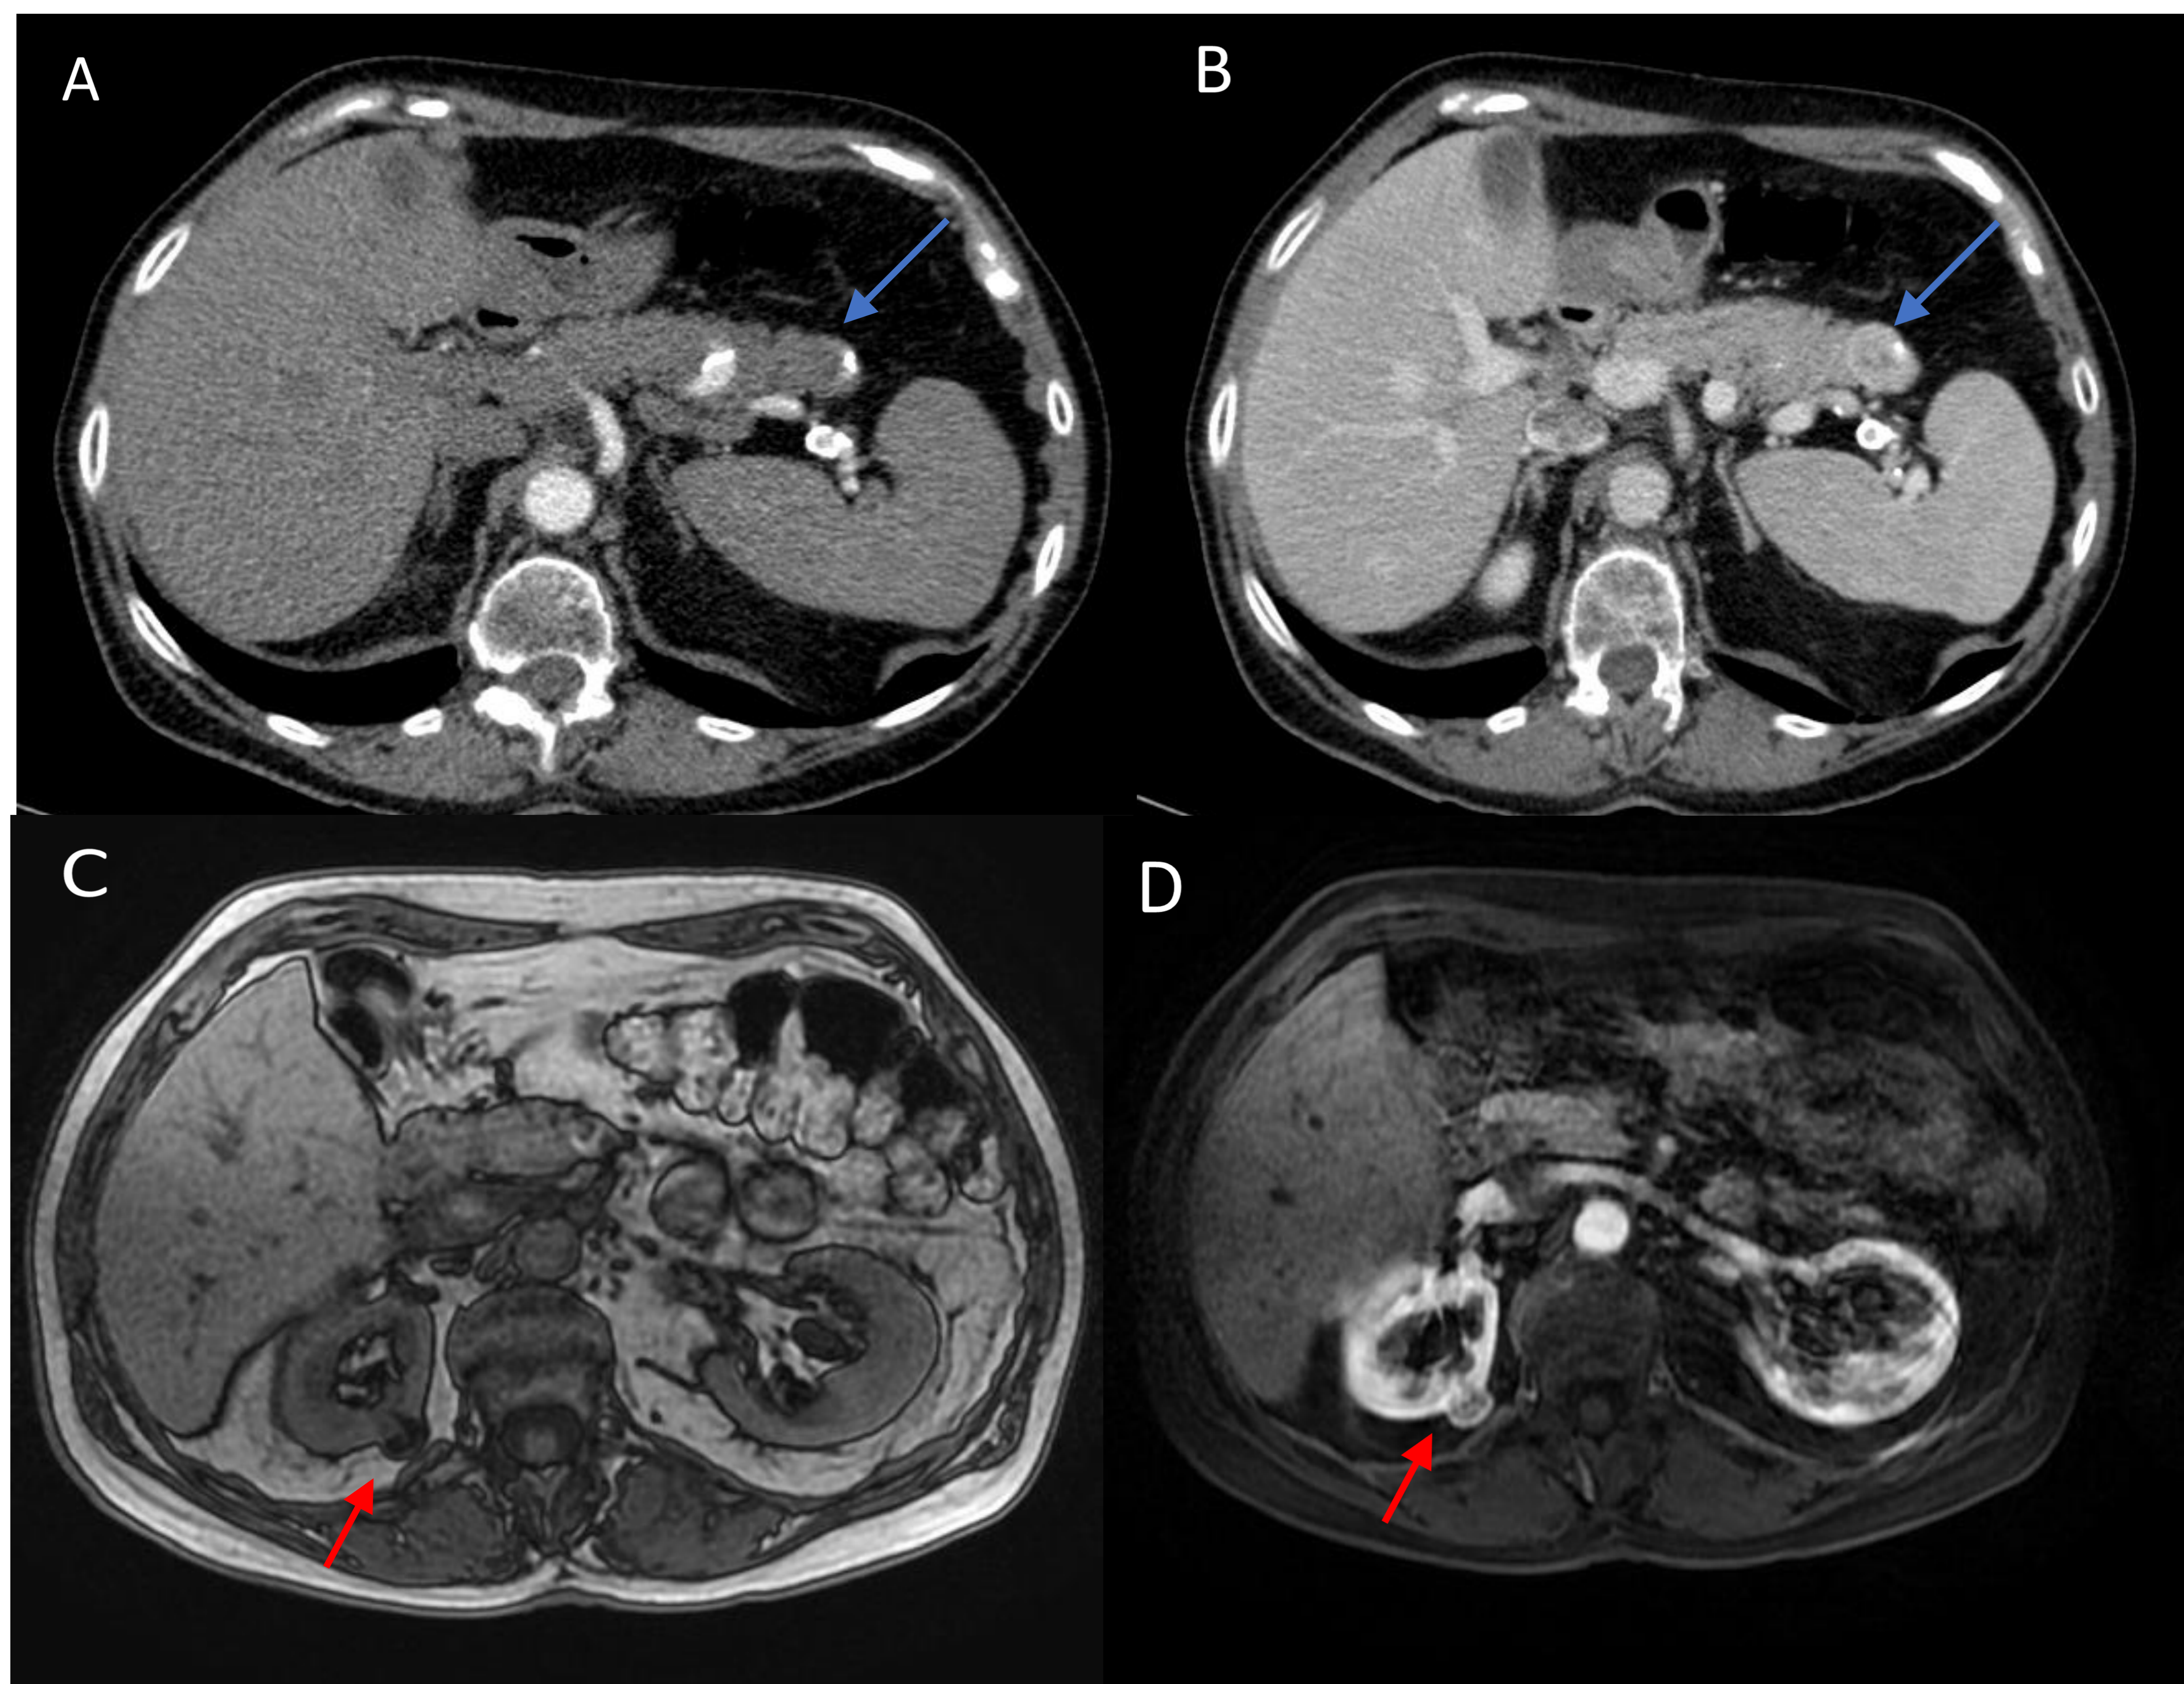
Paciente que realiza control programado, asintomático. Imagen A : TC abdominal sin contraste. Lesión tumoral localizada en la unión cuerpo-cola de páncreas; heterogénea bien delimitada con calcificación en el margen superior (flechas azules). Imagen B: TC abdominal fase portal, persistencia de captación de contraste periférico compatible con patrón hipervasculador, sugestivo de TNE sin poder descartar cistoadenoma mucinoso pancreático.
